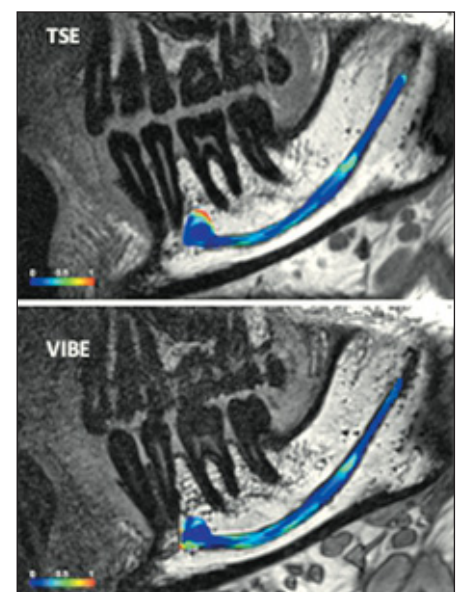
MRT eines Unterkiefer-Nervkanals, oben die neue, unten die alte Meßsequenz. Die farbkodierten Abweichungen zeigen, dass trotz eines anderen Meß- und Segmentierungsverfahrens der N. alveolaris inferior deutlich dargestellt wird.
